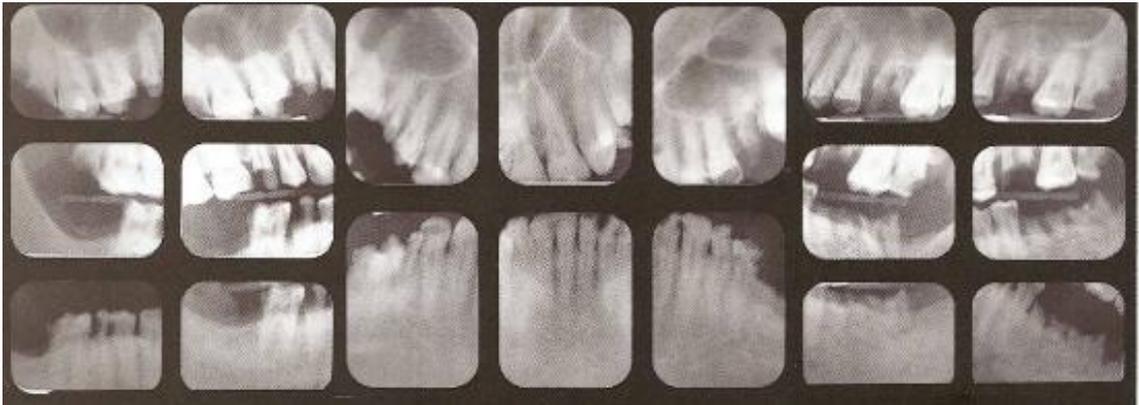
Serie de radiografías de la cavidad oral de un masculino de 32 años, usuario de metanfetamina por 4 años. Daño por caries en diversos órganos dentarios y distintas regiones anatómicas, así como la presencia de raíces dentarias retenidas. Fuente: Goodchild & Donaldson, 2007.
